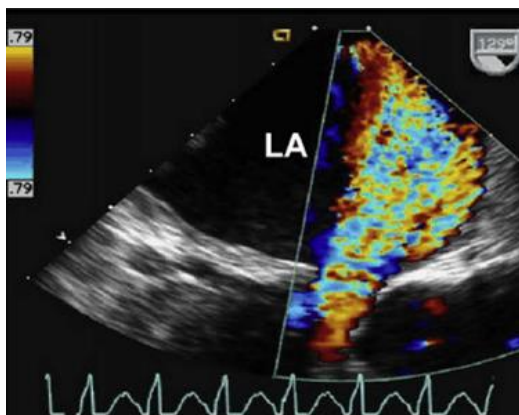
Van 2 lá cơ học (Nguồn Zoghbi et al . J Am Soc Echocardiogra, September 2009).
